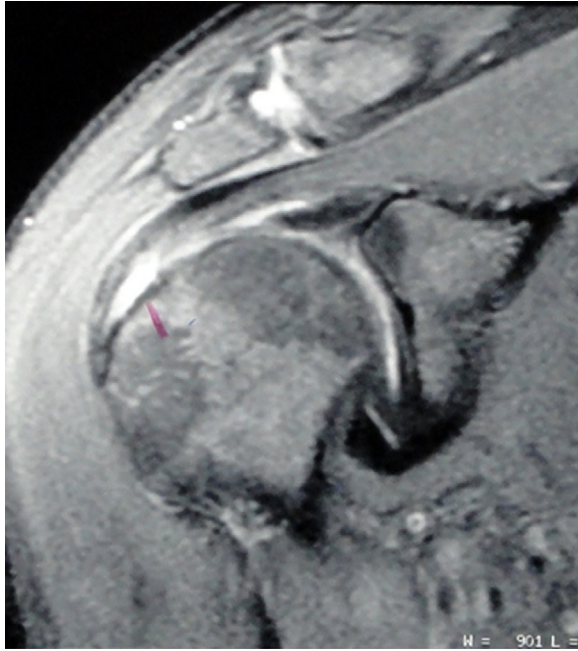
Corte coronal de RM ponderada em T2 do ombro direito pré-operatório mostra lesão de espessura parcial articular do supraespal de alto grau.
